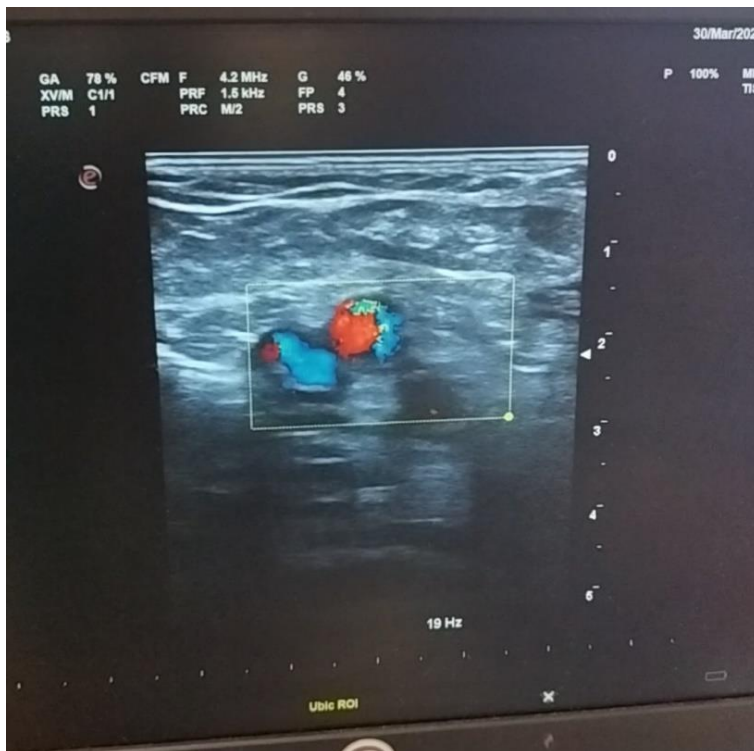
Sección transversal del sistema venoso con Doppler color donde localizamos a la izquierda de la imagen la vena femoral común y a la derecha la arteria femoral superficial y profunda. En la imagen podemos apreciar como la vena femoral presenta contenido hiperecogénico en su interior que disminuye la luz, imagen que se refuerza cuando aplicamos el Doppler color al reflejar la disminución de flujo por ocupación del calibre de la vena por el trombo.
